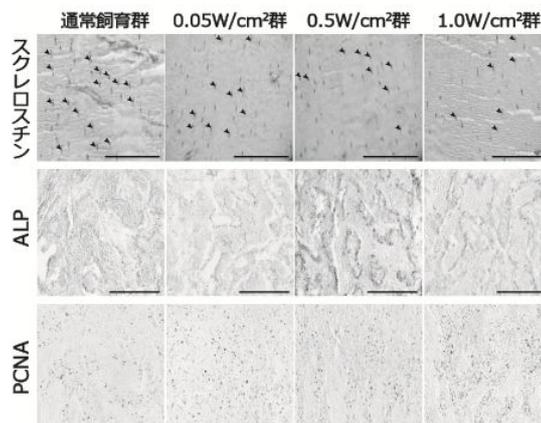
超音波介入群における骨折モデルの組織学的所見
